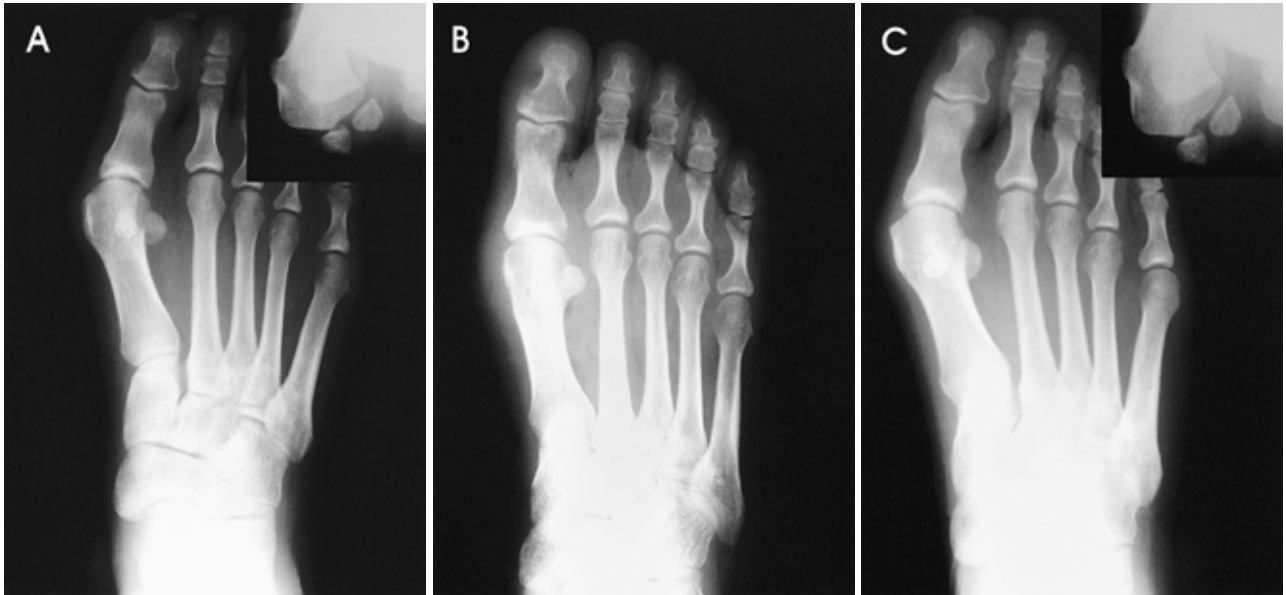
(A) Preoperative radiograph of a 35-year-old female. HVA(hallux valgus angle) was 24°, IMA(first-second intermetatarsal angle) was 14°, sesamoid subluxation was grade 4 in both AP and tangential view. (B) Postoperative radiograph after a modified McBride surgical procedure, in which subluxation of sesamoid was not corrected. (C) Radiograph taken 1 year after surgery. HVA is 34°, IMA was 13°, sesamoid subluxation was grade 5 in both AP and tangential view. Hallux valgus deformity had recurred.
